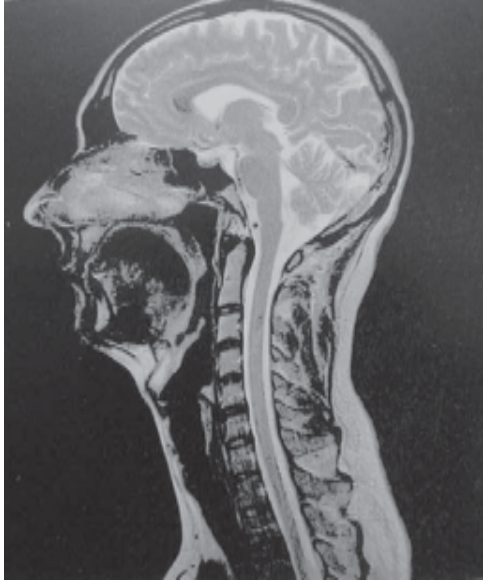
Resonancia magnética craneocervical.
